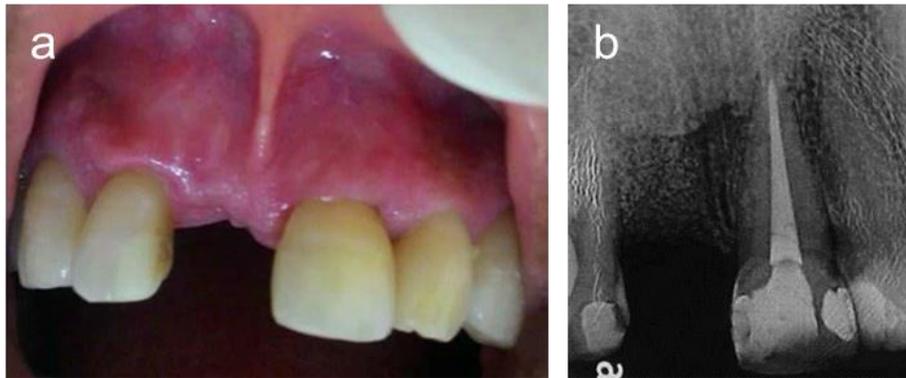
A. Apecto pós cirurgico 15 dias; B. Radiografia periapical de controle 15 dias.
